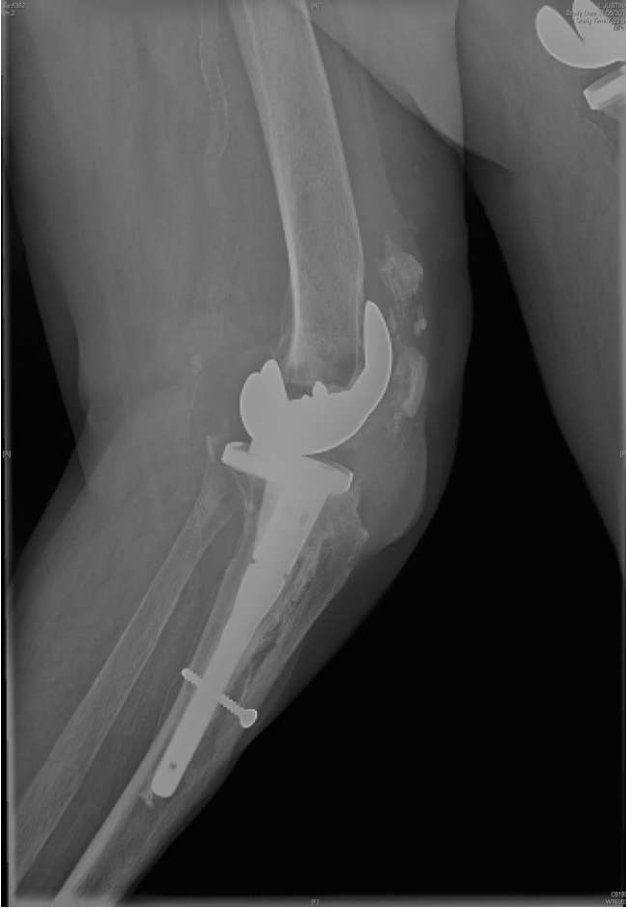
Radiografía de la rodilla izquierda.
